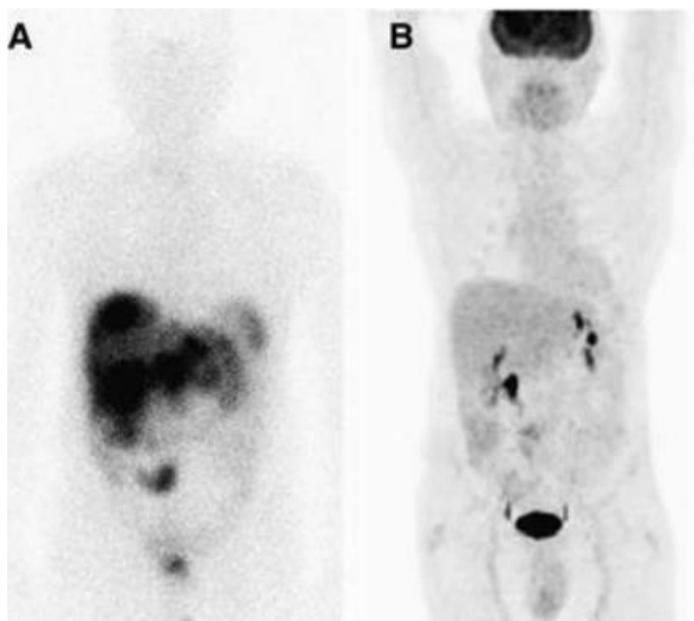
patient présentant une TNE iléale de bas grade. A gauche (A) : Octréoscan® objectivant le primitif grêlique et un envahissement hépatique massif. A droite (B) : TEP au ^{18}F -FDG ne détectant aucune des lésions hépatiques connues et retrouvant un faible hypermétabolisme de la lésion iléale [26]
